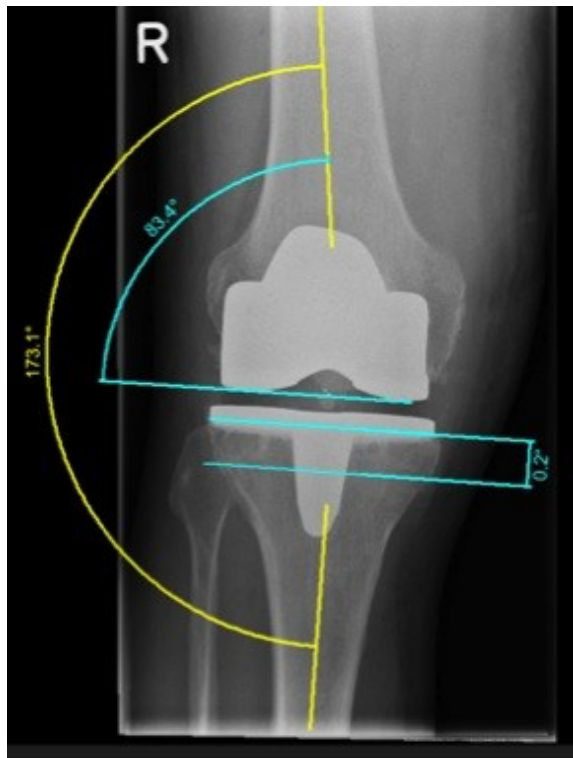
anterior-posteriore Röntgenbild des Kniegelenkes mit anatomischer Achse (gelb), MPTW und aLDFW (hellblau)
